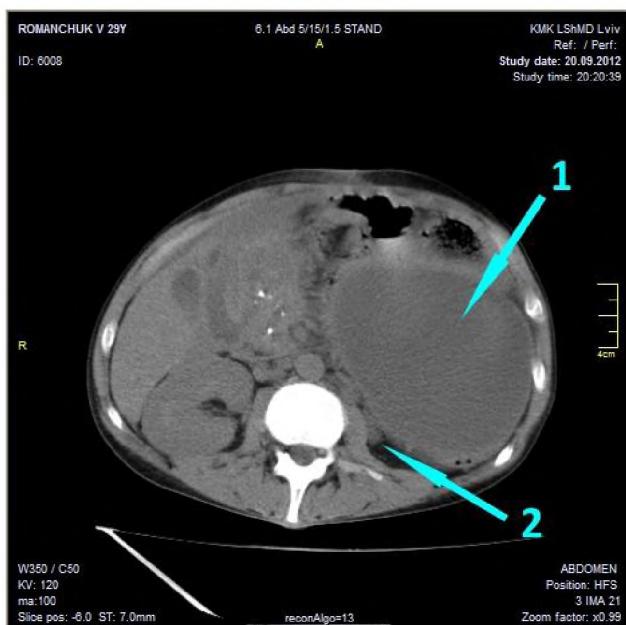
Комп'ютерна томографія: 1 – псевдокіста підшлункової залози; 2 – лівий сечовід (проксимальніше місця компресії).
